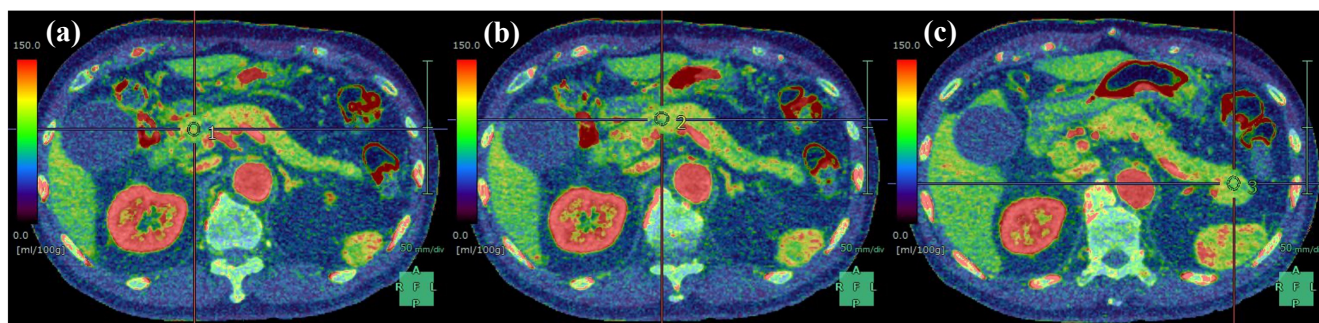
膀胱の頭部、体部、尾部に ROI が設定された Perfusion CT 画像
